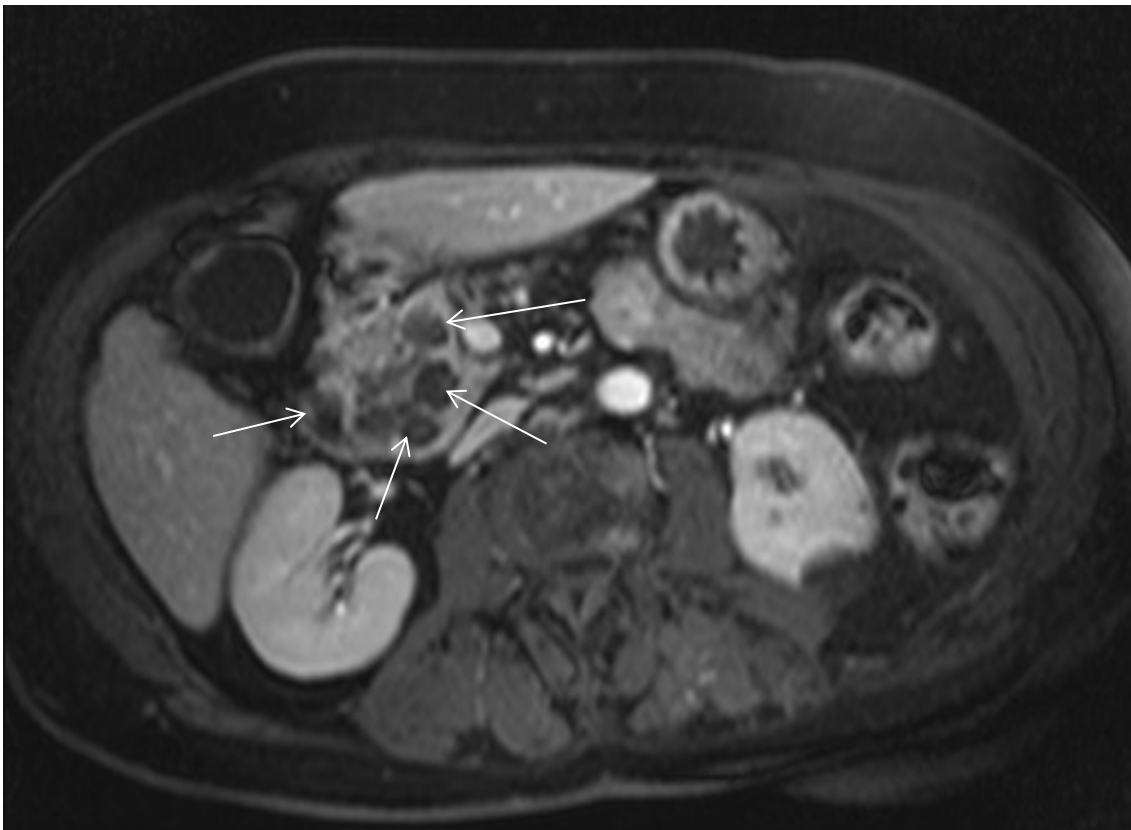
MRT eines Mikrozystadenoms
